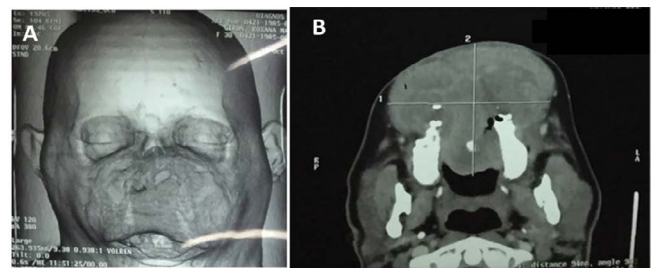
Tomografía axial computarizada. A) Reconstrucción digital: Masa tumoral a nivel del macizo cráneo facial afectando la región nasal, senos maxilares y tejidos blandos subcutáneos a nivel de cara. B) Corte axial: revela masa heterogénea que provoca una amplia destrucción de los huesos propios de la nariz, senos maxilares, paladar óseo, extendiéndose y afectando región posterior de las fosas nasales y el interior de ambos senos maxilares, la masa mide en planos transversos 100.8 x 86 x 90.4 mm.
